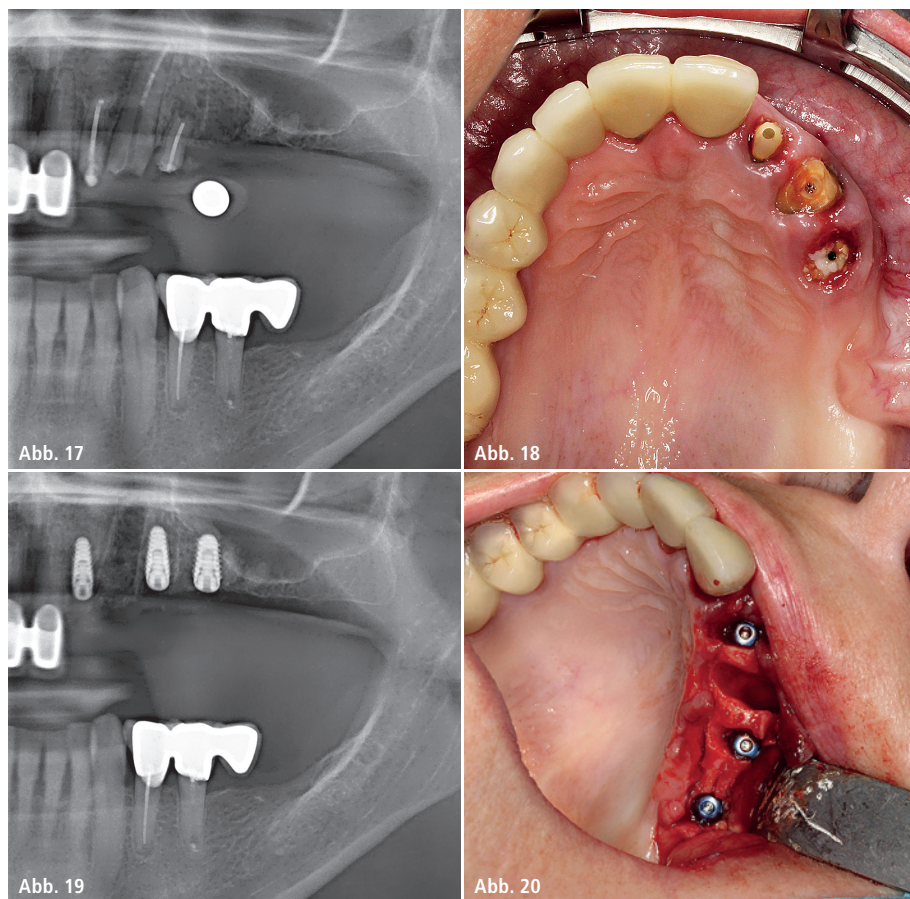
Röntgenmessaufnahme. – Abb. 18: Insuffiziente Wurzelreste. – Abb. 19: Kontrollbild post OP. – Abb. 20: Implantatinsertion vor lateralem Aufbau.
